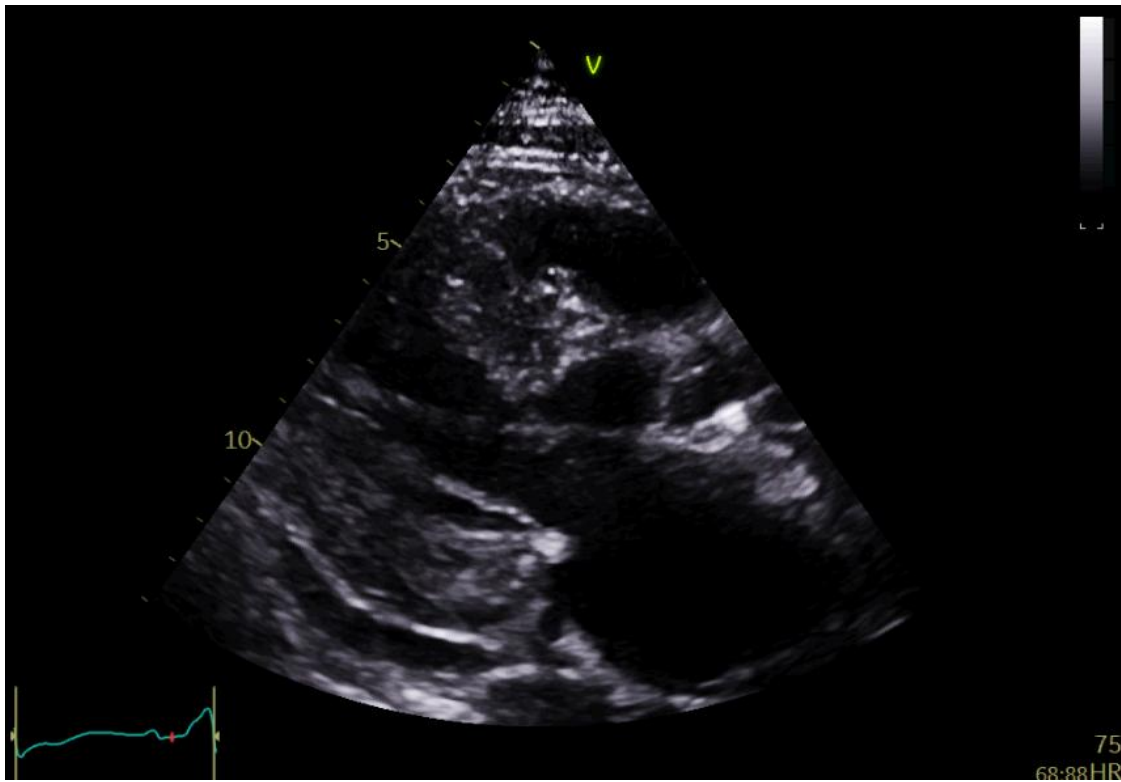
Ecocardiografía transtorácica (plano paraesternal eje largo). Miocardiopatía hipertrófica con obstrucción severa al tracto de salida y movimiento sistólico anterior de la válvula mitral.
